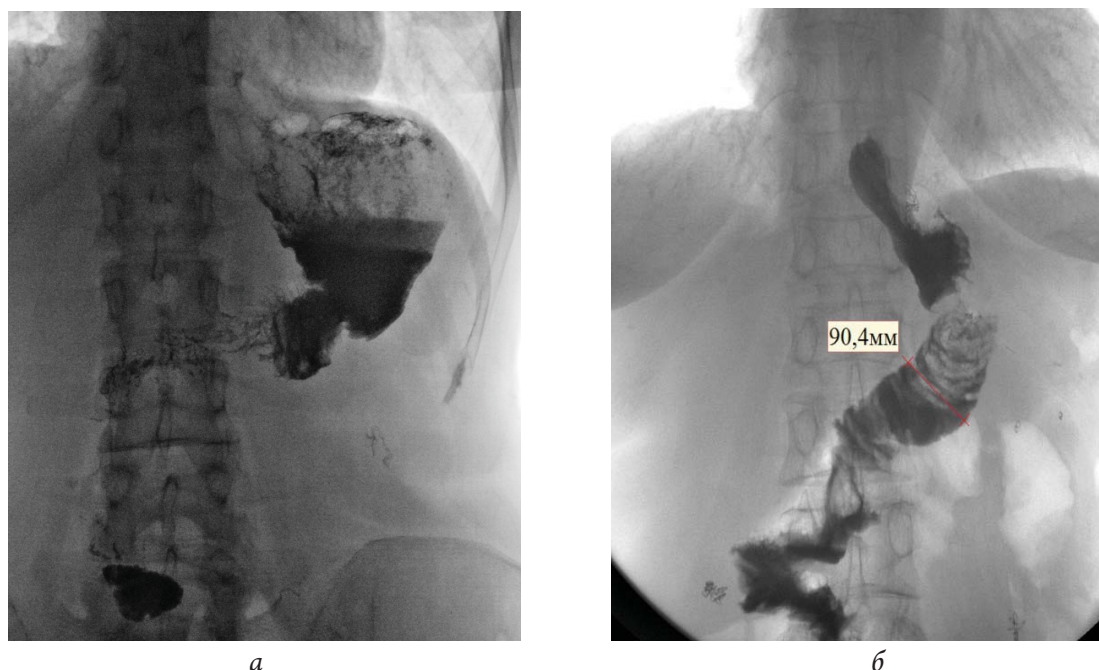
Рентгенологическое исследование после операции по Захарову: *а* – культи желудка; *б* – тощечный сегмент
